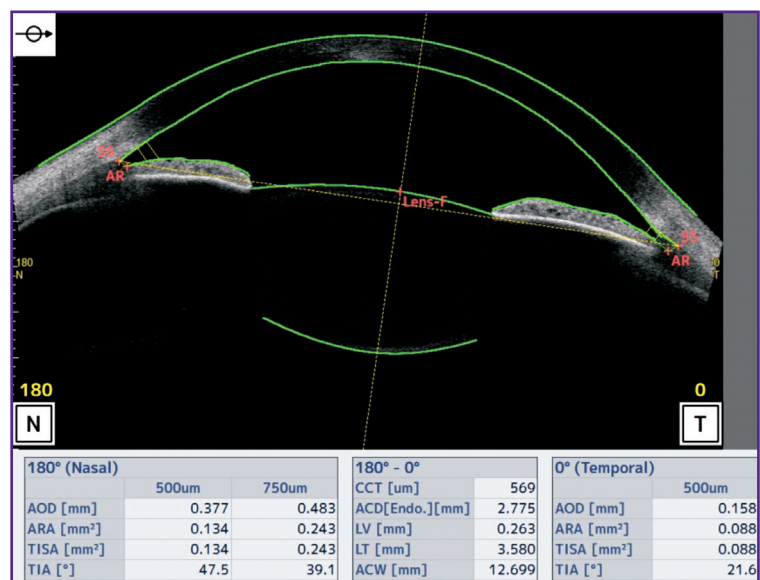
Исследование переднезаднего размера хрусталика и передней камеры на оптическом когерентном томографе CASIA2
